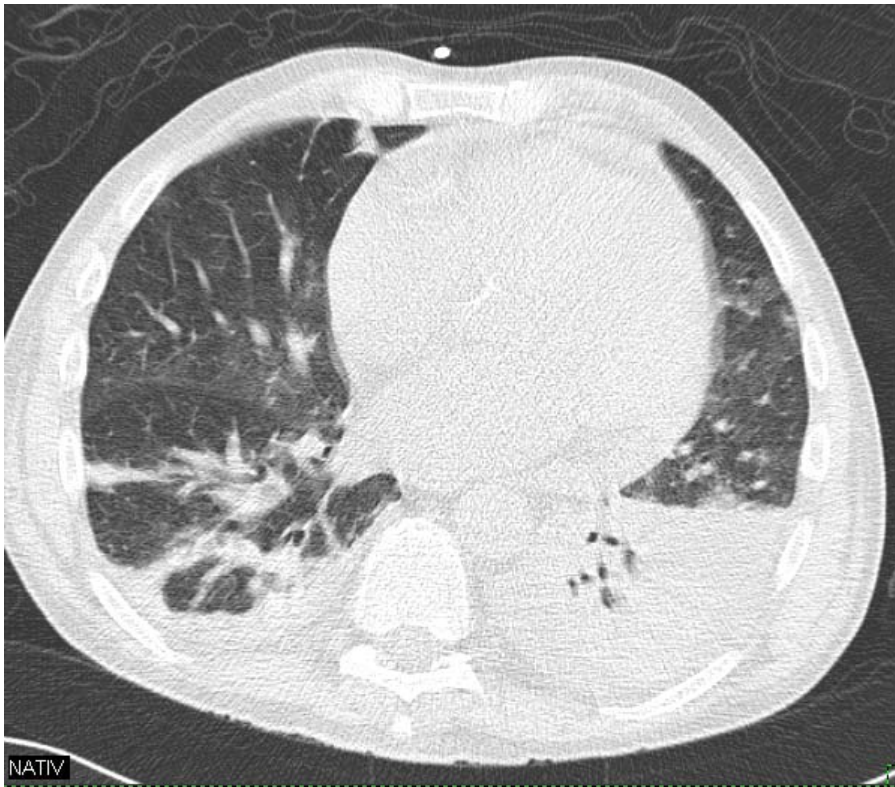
Ultra-Niedrig-Dosis-CT: Konsolidierungen in beiden Unterlappen, links mit positivem Pneumobronchogramm (identischer Patient wie in der Abb.15)
